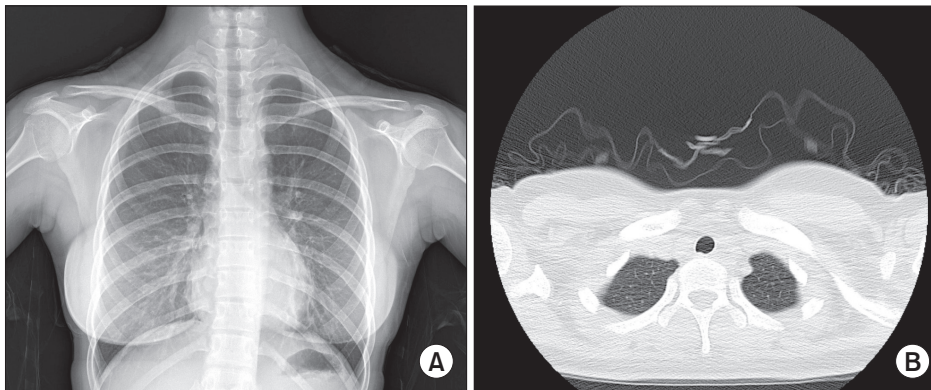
Follow-up chest X-ray and computed tomography (CT) findings 10 days later. A posteroanterior view of chest X-ray (A) and chest CT (B) show complete disappearance of pneumomediastinum.
